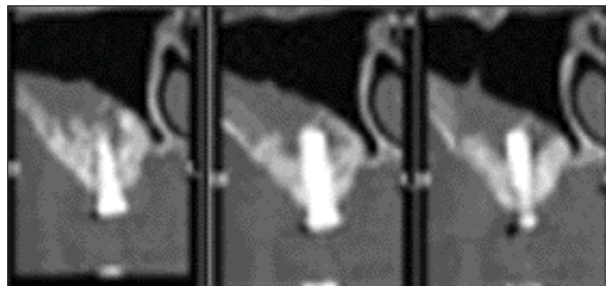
CT scan of implant failure case due to lack of osseointegration
